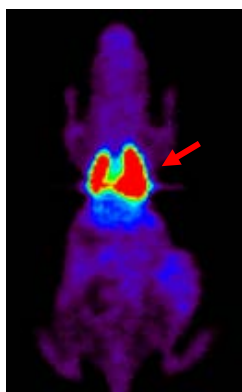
^{18}F -FDG 標識 iPS 細胞を尾静脈内投与 10 分後の PET 画像。矢印は肺。
